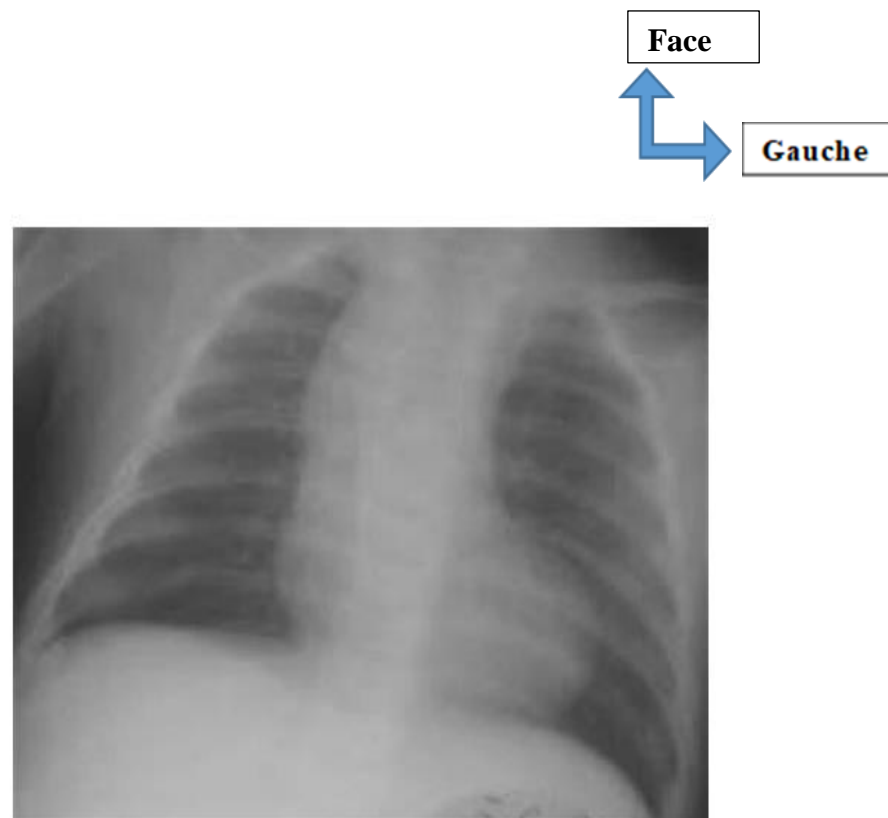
Radiographie thoracique de face d'un nourrisson de 3 mois porteur d'une atrésie de la voie pulmonaire à septum inter ventriculaire ouvert. À noter l'extrême concavité de l'arc moyen gauche et la pauvreté des opacités vasculaires hilaires et périphériques. [52]
